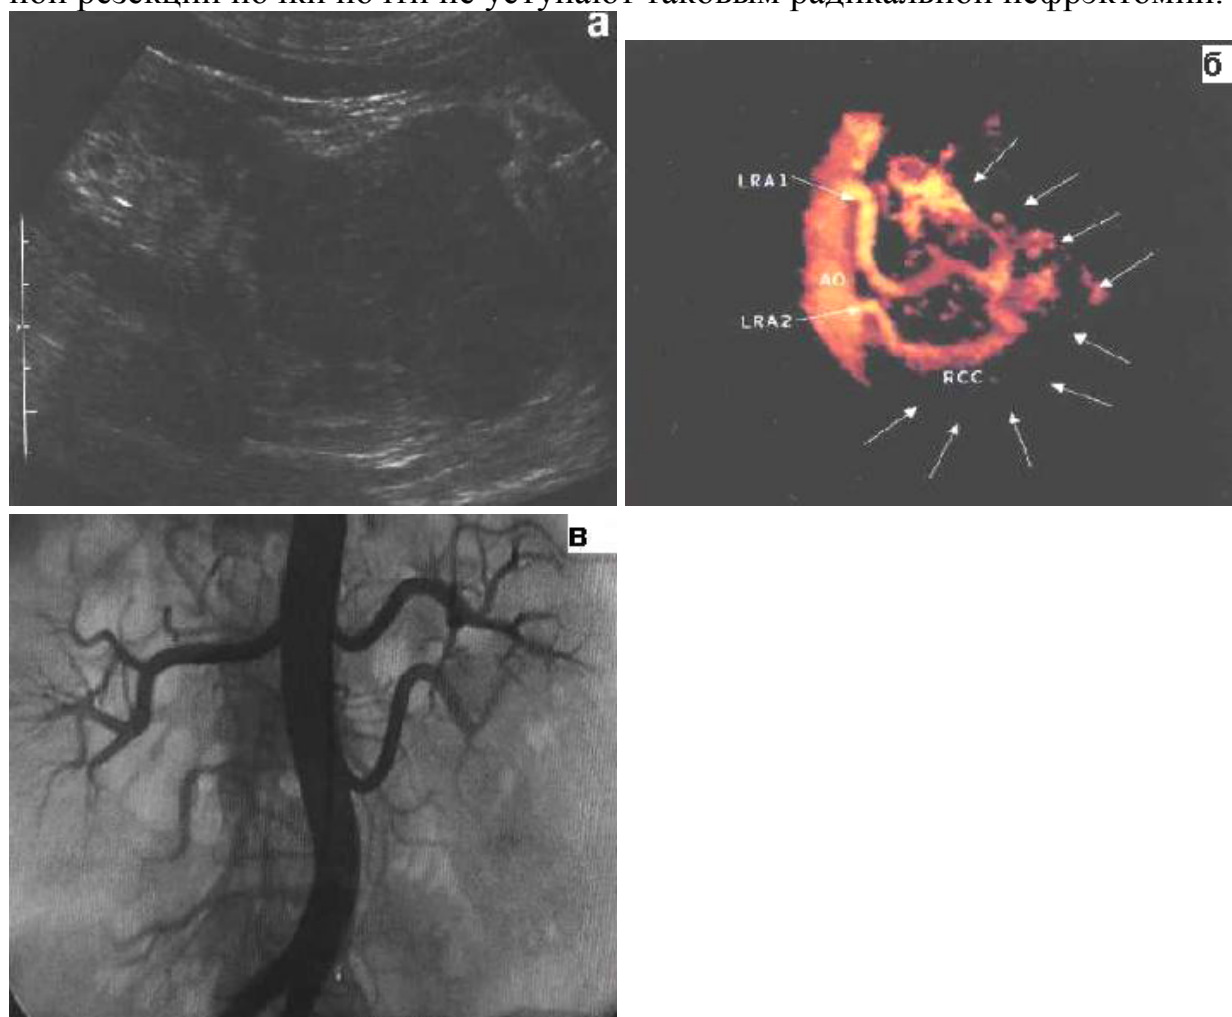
Рак левой почки. а – В-режим, б - режим 3D-виртуальной эхоангиографии: визуализируется фрагмент аорты, двойная левая почечная артерия и сосуды гипervasкулярной опухоли, в – рентгеновское почечное ангиосканирование: полное совпадение данных
